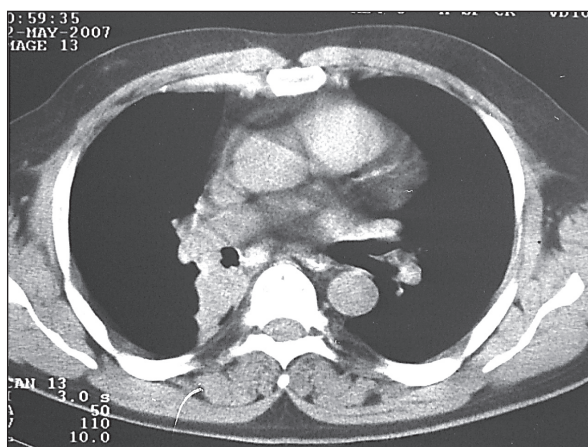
Компьютерная томограмма. Центральный рак нижнедолевого бронха с полной обтурацией просвета, после 3 курсов предоперационной химиотерапии. Просвет нижнедолевого бронха восстановился полностью. Отмечается инфильтрация его латеральной стенки
